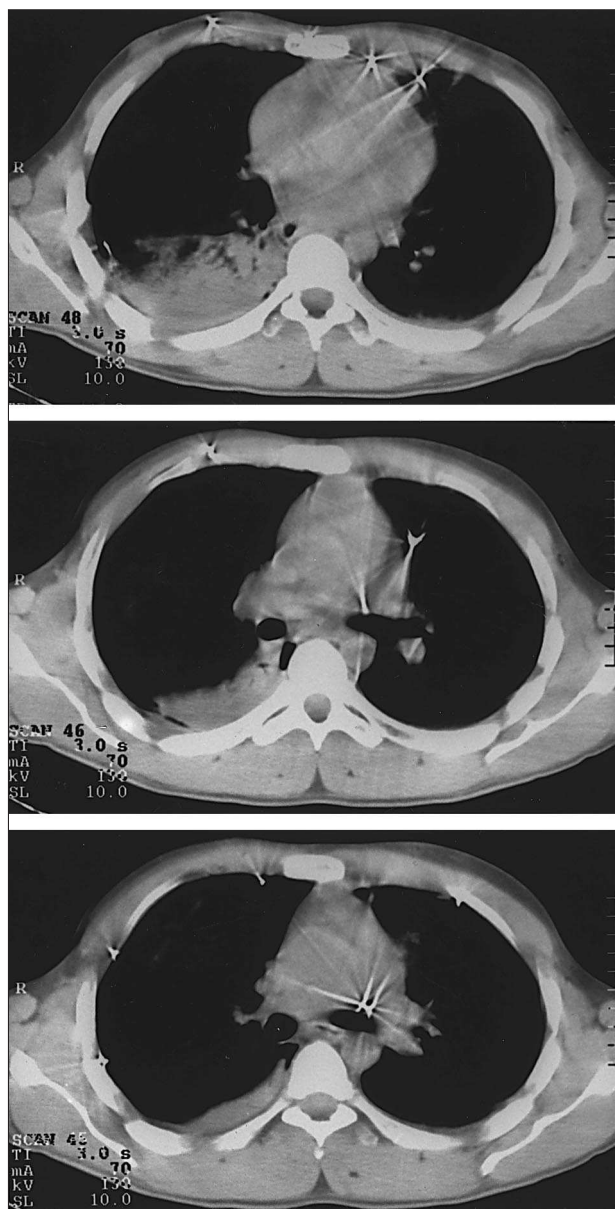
TAC torácica: cortes transversales sucesivos a distintos niveles en los que se aprecian la presencia de los cuerpos extraños de densidad metálica situados en pared torácica anterior e hilio pulmonar izquierdo en zonas adyacentes a la arteria pulmonar. Se distingue también la existencia de un derrame pleural derecho.
